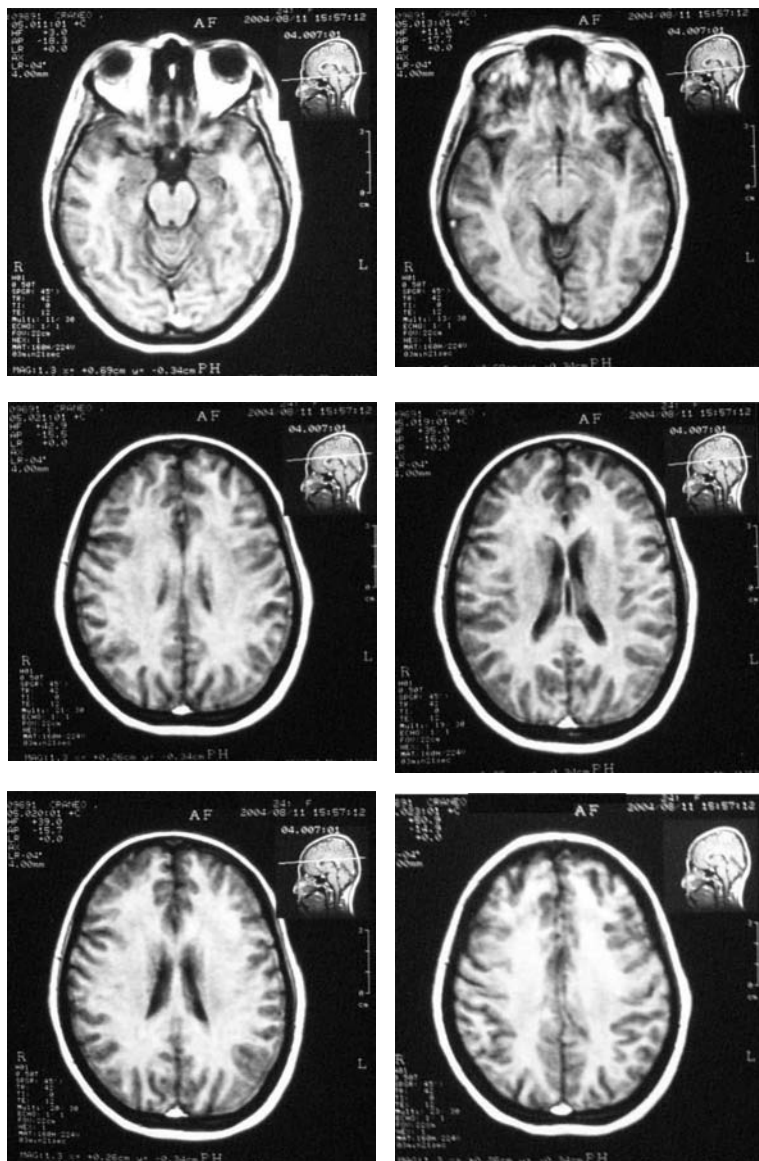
Resonancia magnética de cortes transversales; se observan imágenes hiperintensas que comprometen la sustancia blanca
